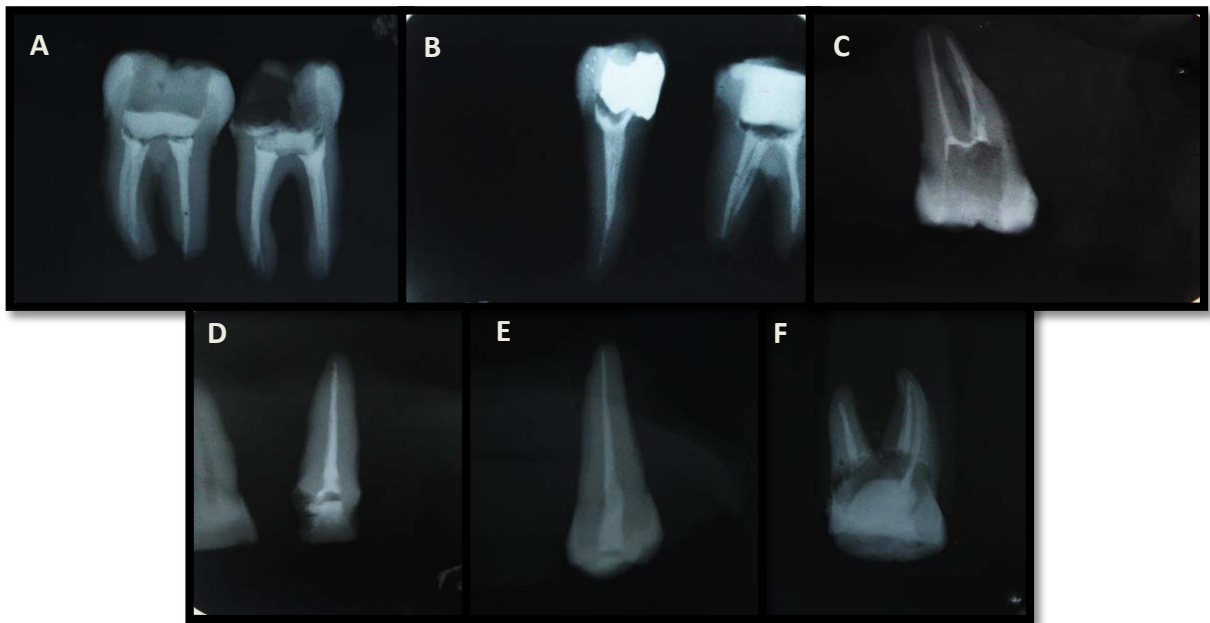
Condensación lateral deficiente. A) Órgano Dentario 36 y 37, B) Órgano Dentario 45, C) Órgano Dentario 17, D) Órgano Dentario 12, E) Órgano Dentario 24, F) Órgano Dentario 26. Radiografías tomadas durante el estudio.
